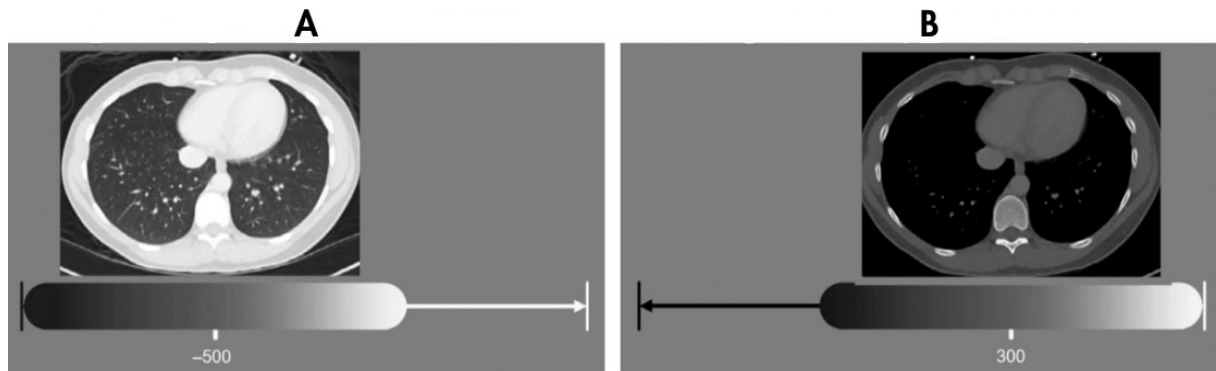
Diferença visual entre essas duas configurações de janelamento em uma tomografia computadorizada de tórax. (A) Comparação entre janelas pulmonares e (B) mediastinais em uma tomografia computadorizada de tórax. Fonte: Adaptado de Hartung & Brown, LITFL.
